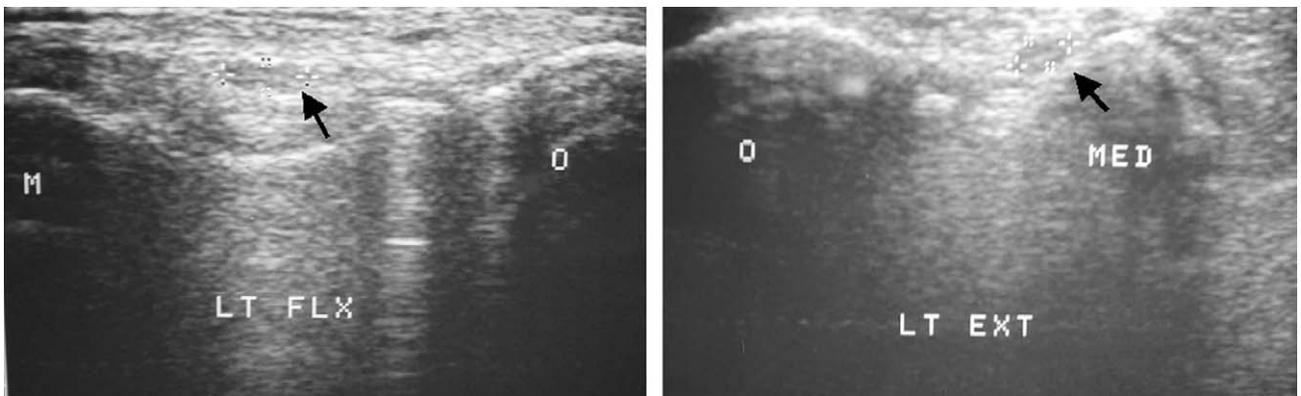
Laterality of long and short axis in ultrasonographic finding of elbow flexion and extension (black arrow). M (MED): Medial epicondyle, O: Olecranon.
